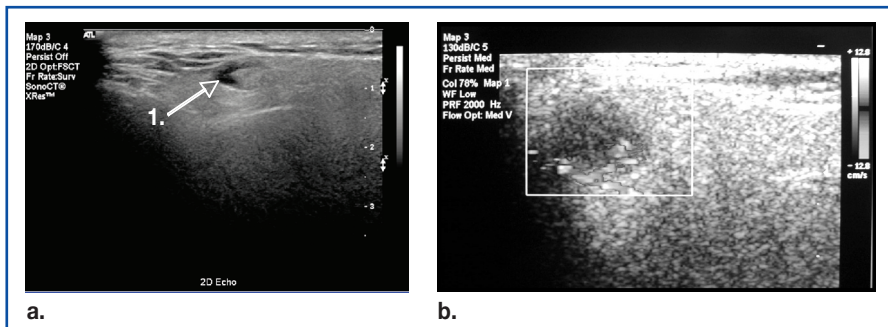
Nódulo linfático en porción superficial de glándulas parótidas. a. Estructura ovalada con área central ecogénica. b. Obsérvese vascularización central de tipo hilar evidenciada a través de la aplicación de Doppler Color.
